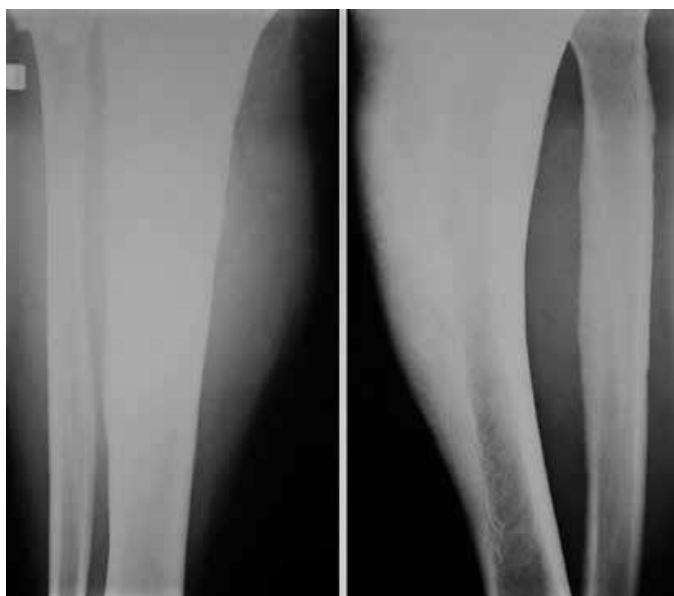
Radiografias em ântero-posterior (A) e lateral (B) da perna direita, com espessamento da cortical, esclerose e deformidades
